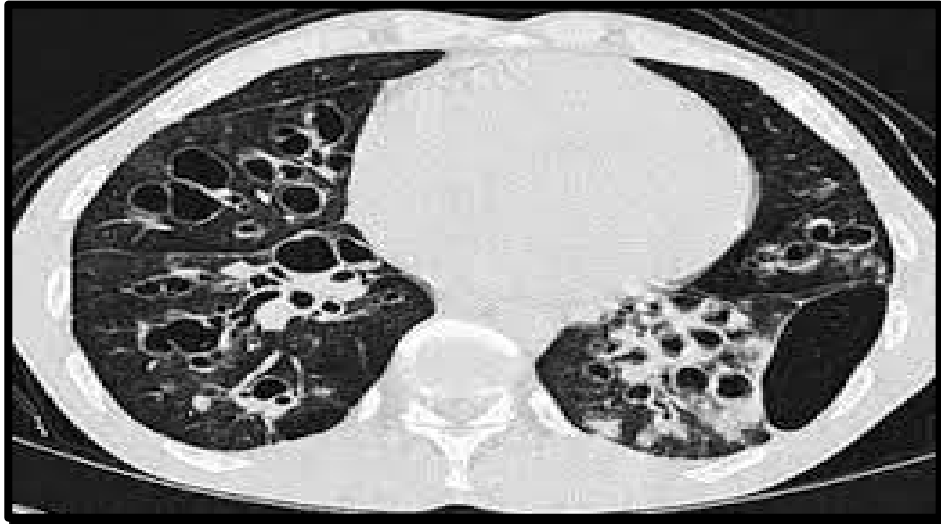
TDM thoracique de dilatation des bronches kystiques (37)
